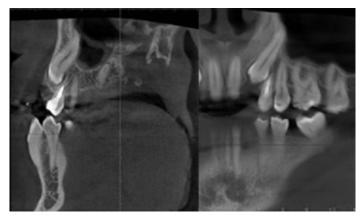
Срезы компьютерной томографии пациента А., 17 лет, с ретенцией зуба 2.3.
